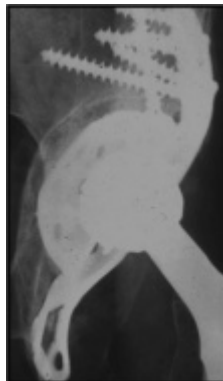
Антипротрузионное кольцо Бурх-Шнайдера.
